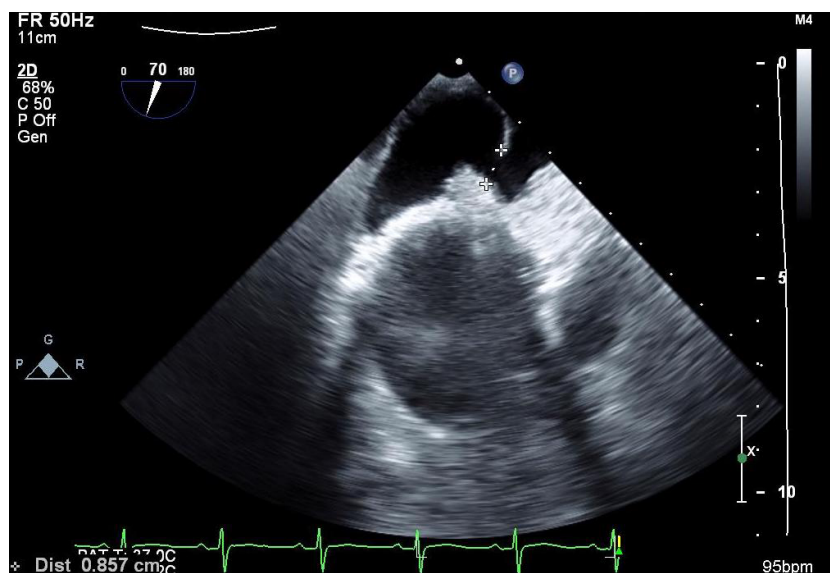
Transesophageal echocardiogram revealing an interauricular communication ostium secundum type with an associated septal aneurysm with bidirectional but predominantly right to left shunt.
